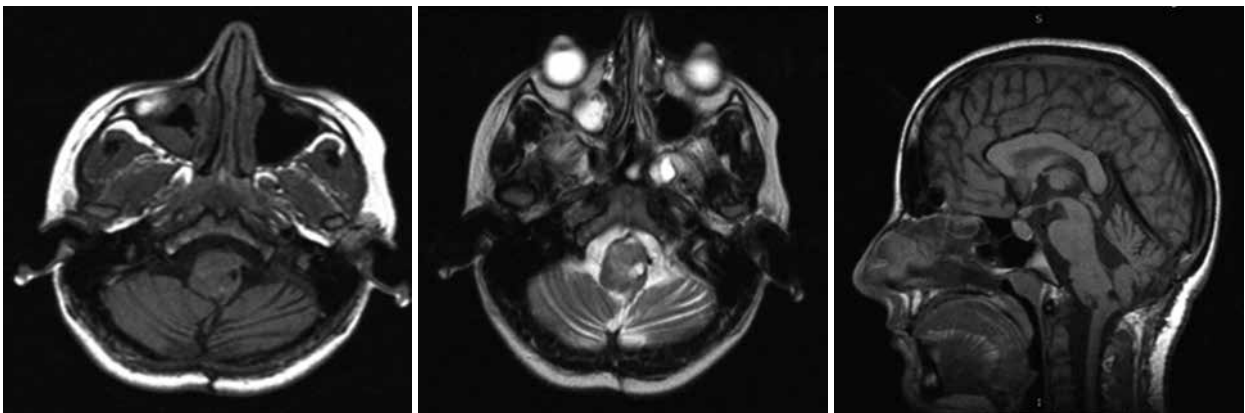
МРТ головного мозку після операції (2012)
